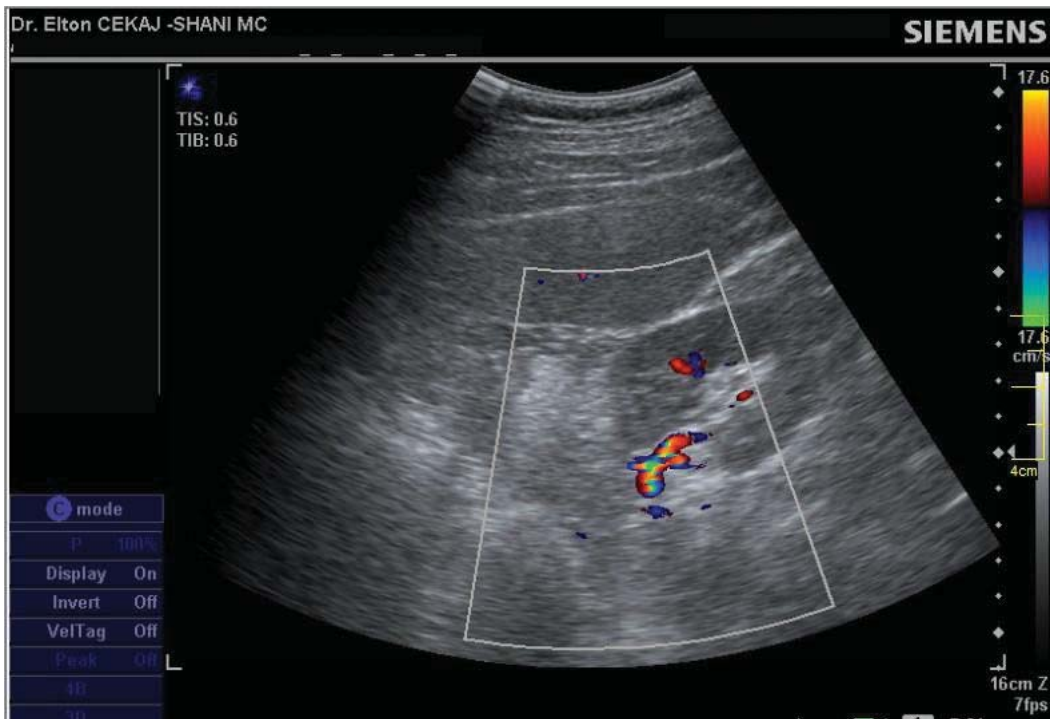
Në këtë rast aliasing i pikasur në arterien renale sin në hilusin renal persiston edhe pas rregullimit të parametrave të dopplerit çka sugjeron për turbulencë dmth për praninë e stenozes së arteries renale në këtë vend
